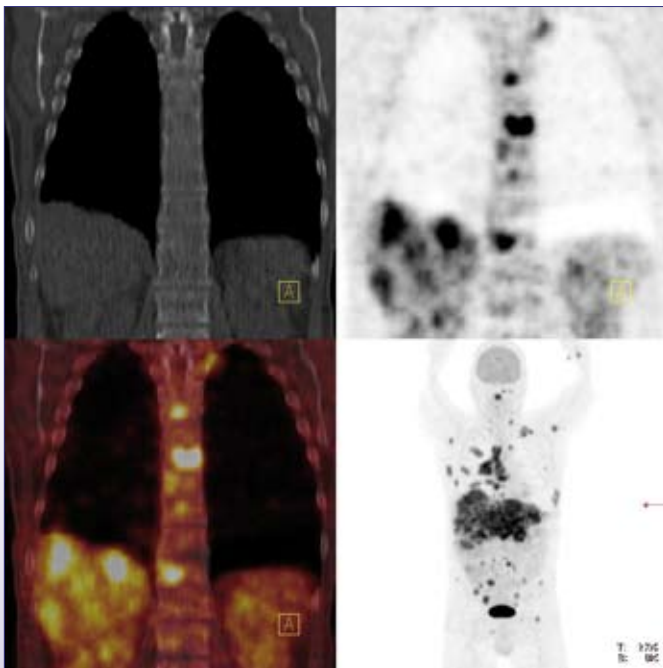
Baseline contrast enhanced PET/CT; ^{18}F -FDG positive lesions in right upper lung with extensive mediastinal, ossal and liver metastases; no sclerotic lesions on computed tomography.
